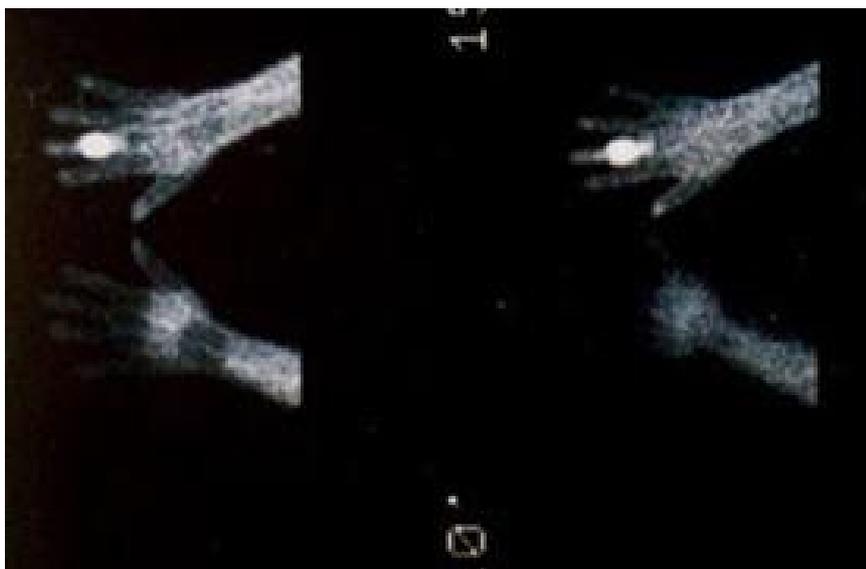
Hyperfixation de l'ostéome ostéoïde à la scintigraphie
